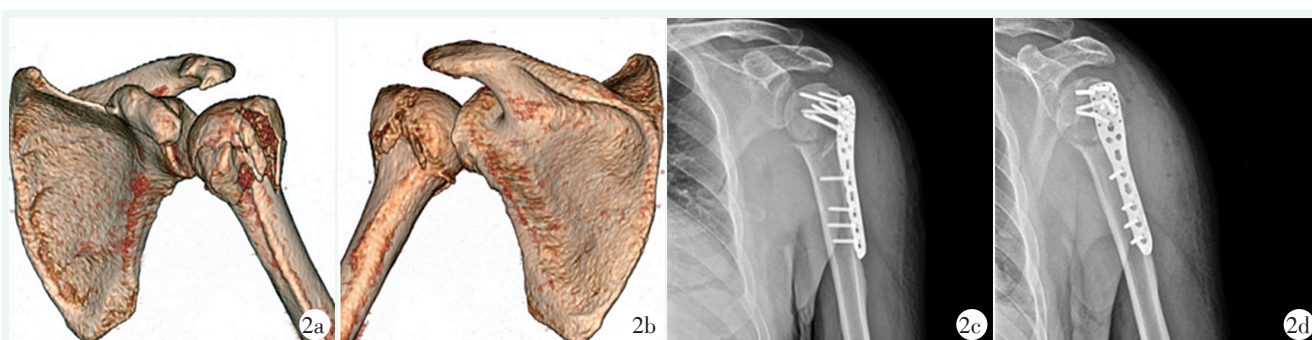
患者,男,45 岁,肱骨近端 Neer 3 部骨折,行锁定钢板内固定术治疗 2a, 2b: 术前 CT 三维重建示肱骨近端 Neer 3 部骨折 2c, 2d: 术后 3 个月 X 线片示骨折复位满意,内固定稳固,可见少量骨痂
